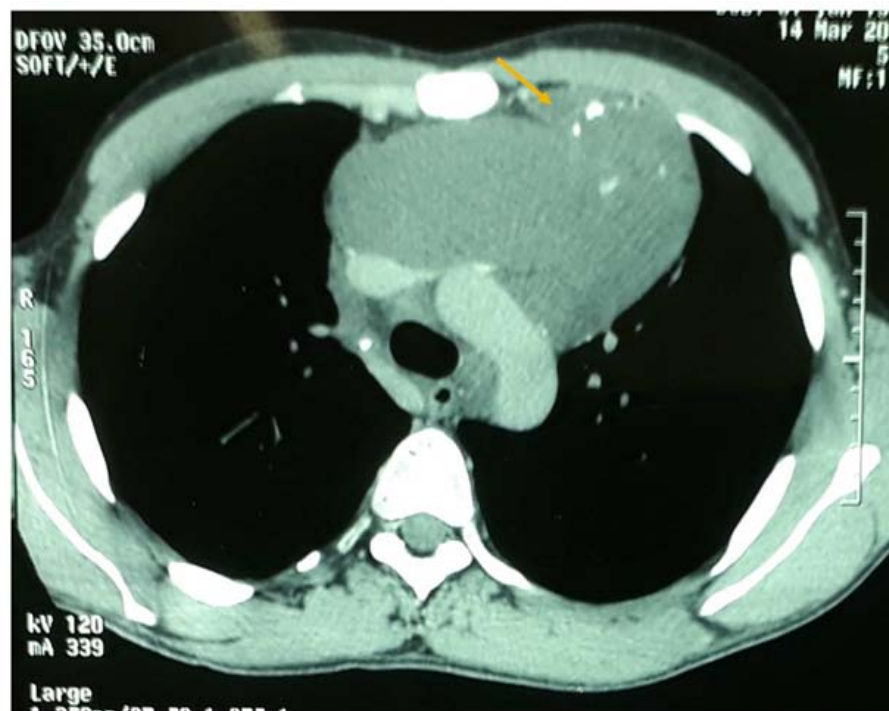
TDM thoracique montrant la masse médiastinale antérieure.
